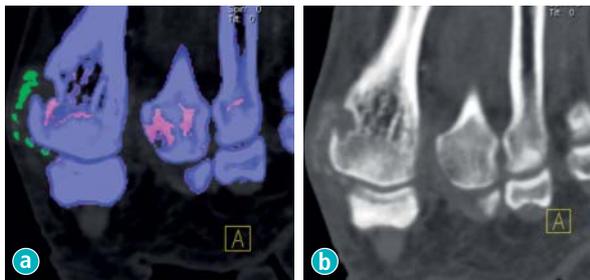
a) DE-CT-Aufnahme des Großzehengrundgelenks mit Harnsäureablagerungen (grün). b) Röntgen-Aufnahme des gleichen Gelenks mit typischer Knochenerosion, verursacht durch Gicht (kreisrunde Ausstanzung).
